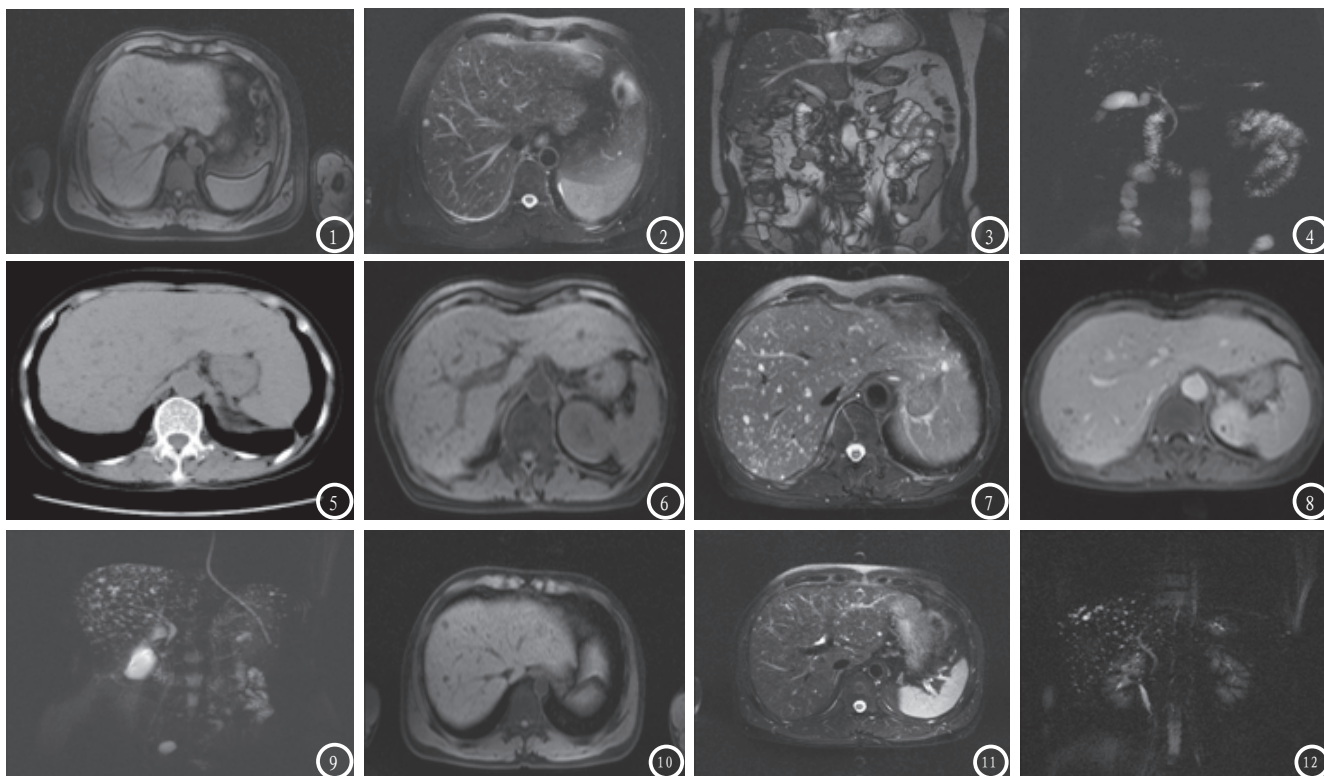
胆管错构瘤患者,以右肝分布为主,MRI显示肝脏内见多个大小不等类圆形、条片状长T1(图1)长T2(图2)异常信号灶,信号较均匀,部分边界较清,Trufi(图3)示肝左右叶均有分布,MRC(图4)显示肝内多发囊状高信号病变,与胆管不相通,以右肝分布为主。
